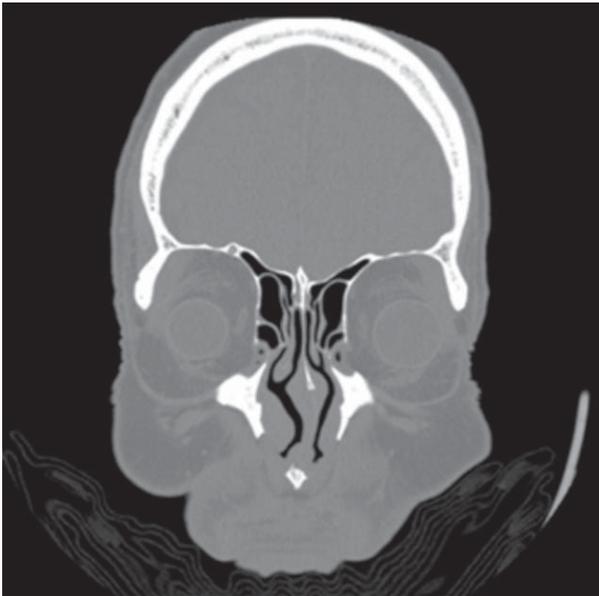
Tomografía axial computada donde puede observarse el crecimiento de la glándula lagrimal principal derecha.
